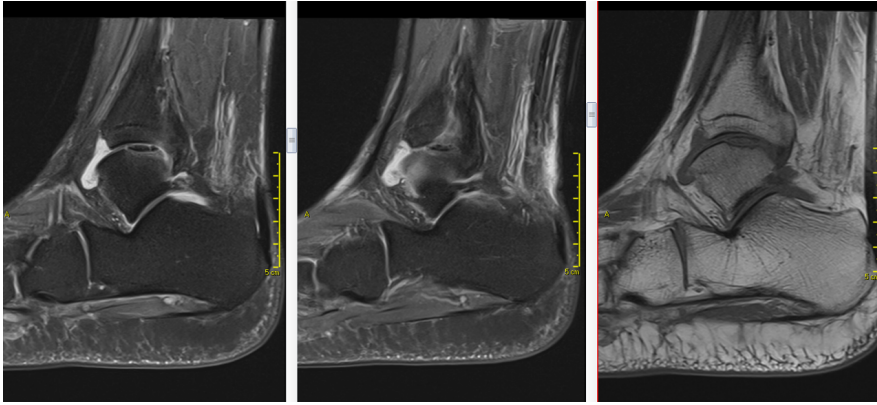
RM do tornozelo, cortes sagitais ponderados em T2 com saturação de gordura (A e B) e T1 sem saturação de gordura (C). Sinais de inversão do fragmento osteocondral, notando-se a crescente da placa óssea subcondral do fragmento voltada inferiormente em direção do tálus e o osso medular esponjoso voltado superiormente em direção a tíbia. O fragmento osteocondral encontra-se envolto por material com sinal semelhante a líquido.
